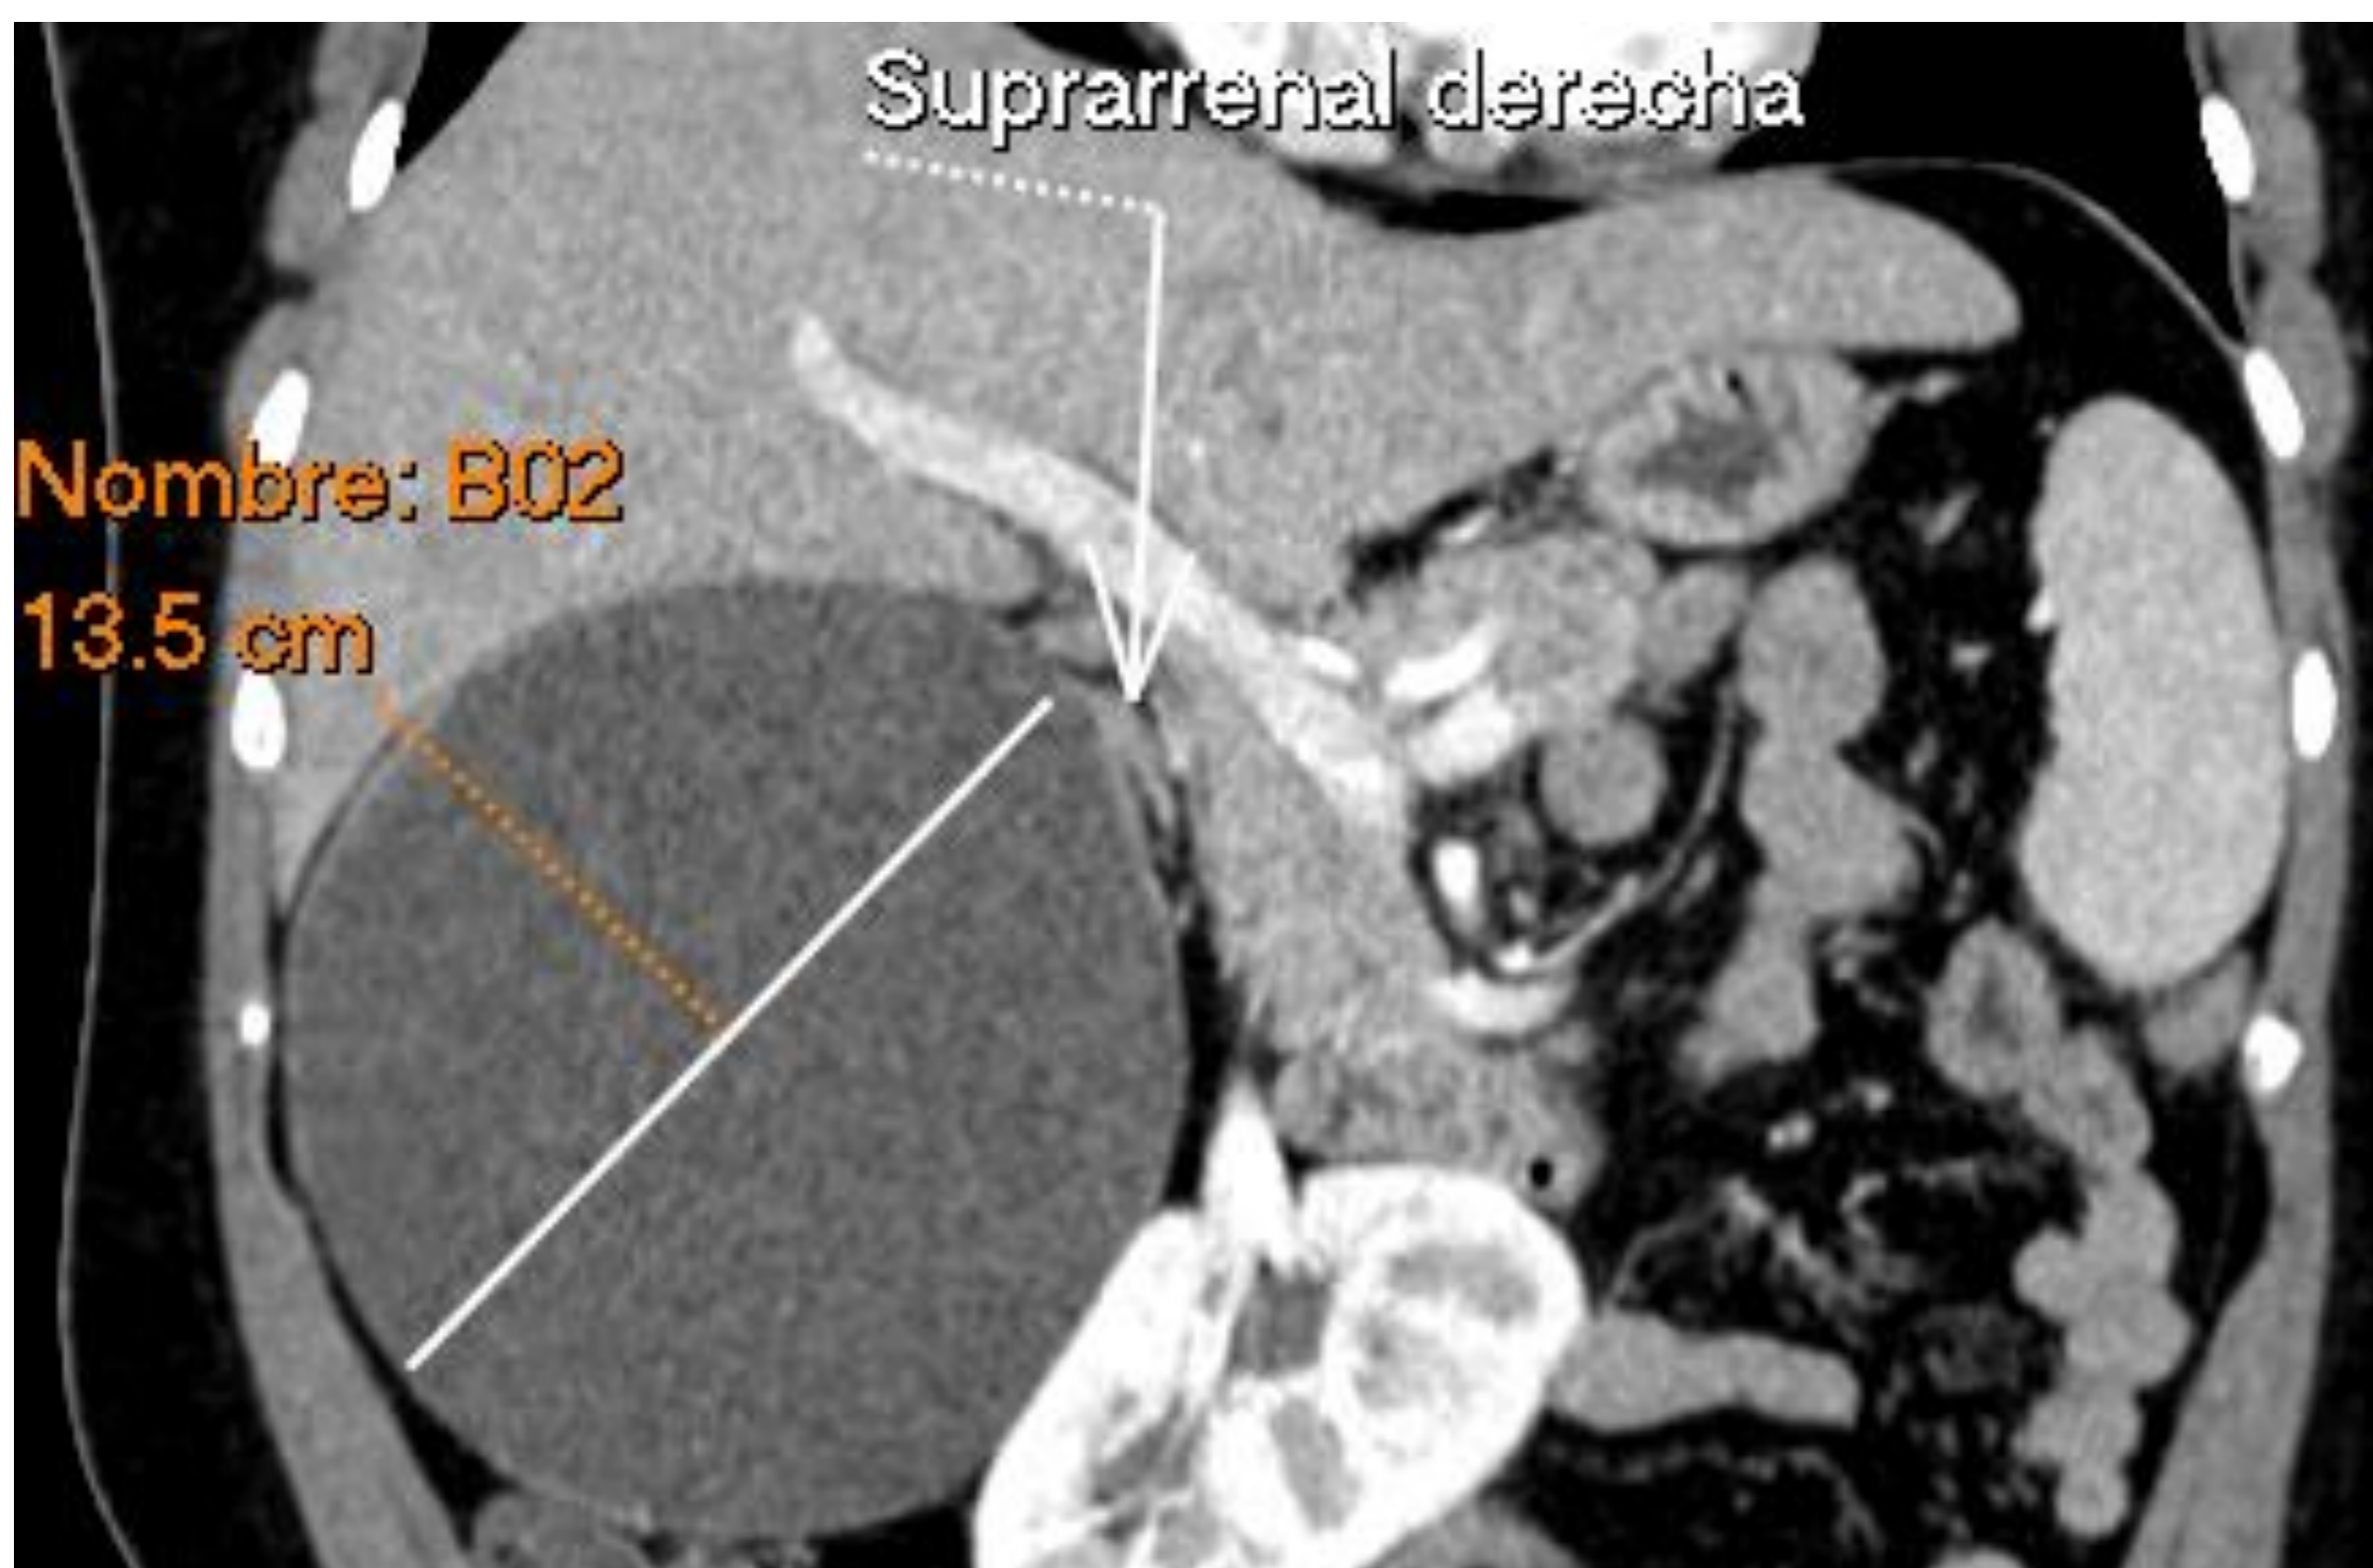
TC con contraste iv corte coronal. Quiste adrenal derecho de gran tamaño que desplaza estructuras vecinas.
